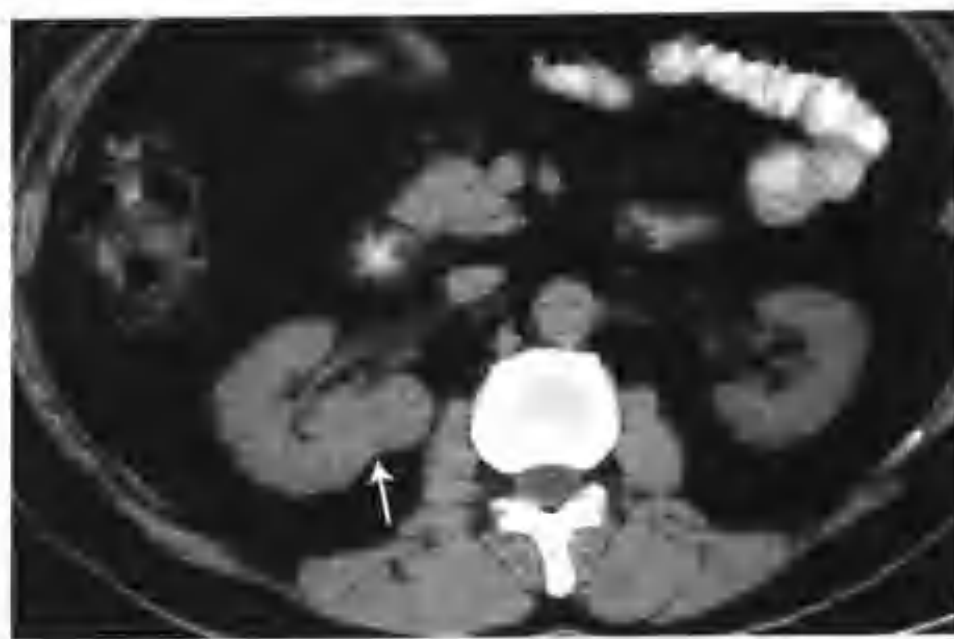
右肾透明细胞癌 (CT 示右肾近肾门区见一个 $2.5\text{cm} \times 2.5\text{cm} \times 3.5\text{cm}$ 的肿块, 平扫呈等密度, CT 值 43HU (箭头))
